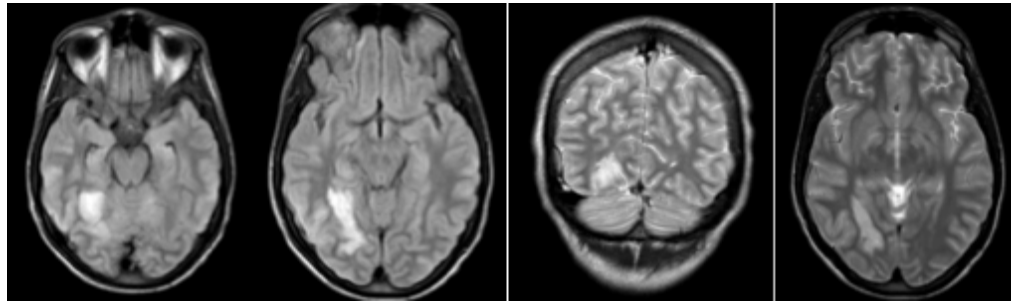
Imágenes de Resonancia Magnética en diferentes proyecciones donde se puede apreciar el grado de lesión del paciente.
